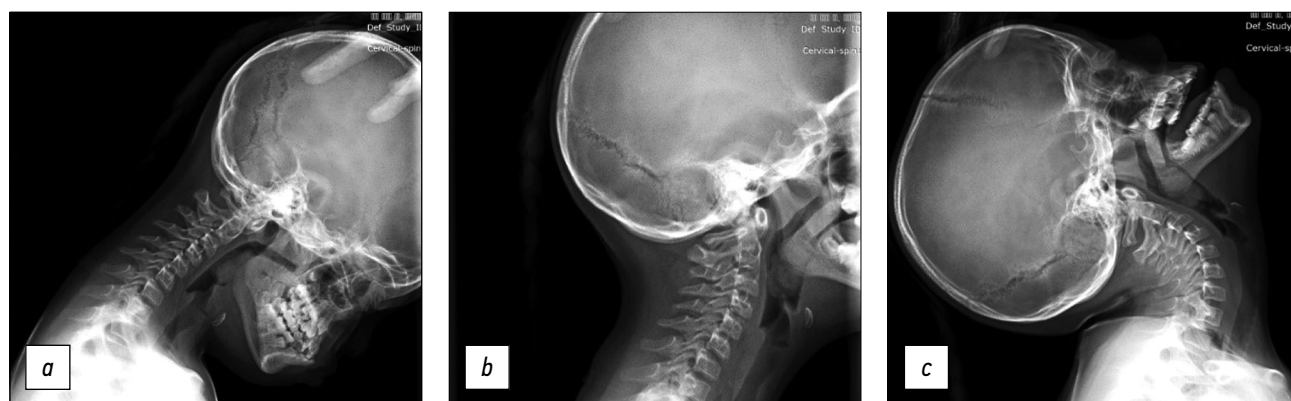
Functional radiography of the cervical spine in lateral projection: *a* — in flexion position, *b* — in neutral position, *c* — in extension position.
